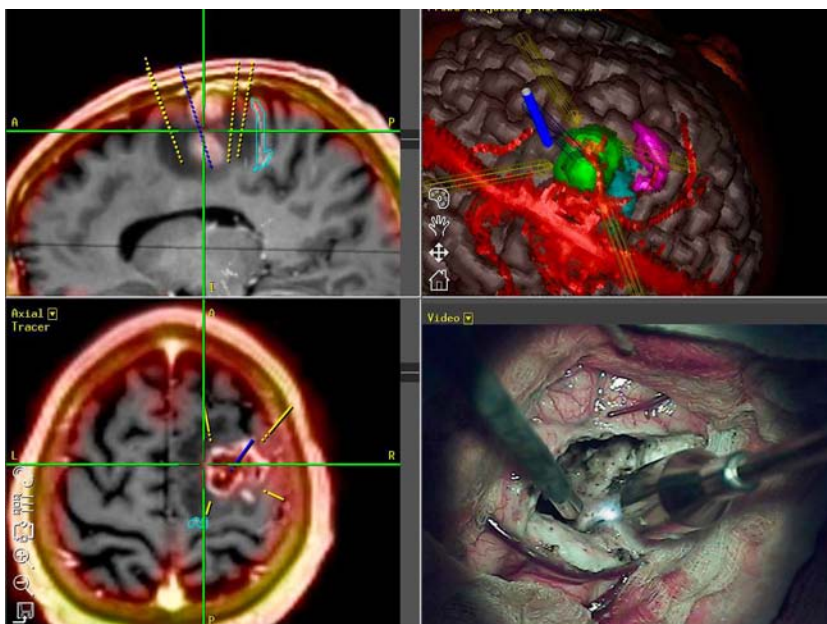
ЛТД глиомы прецентральной локализации с интеграцией данных МРТ, МР-трактографии, МР-веннографии, ОФЭКТ с 3D реконструкцией.
